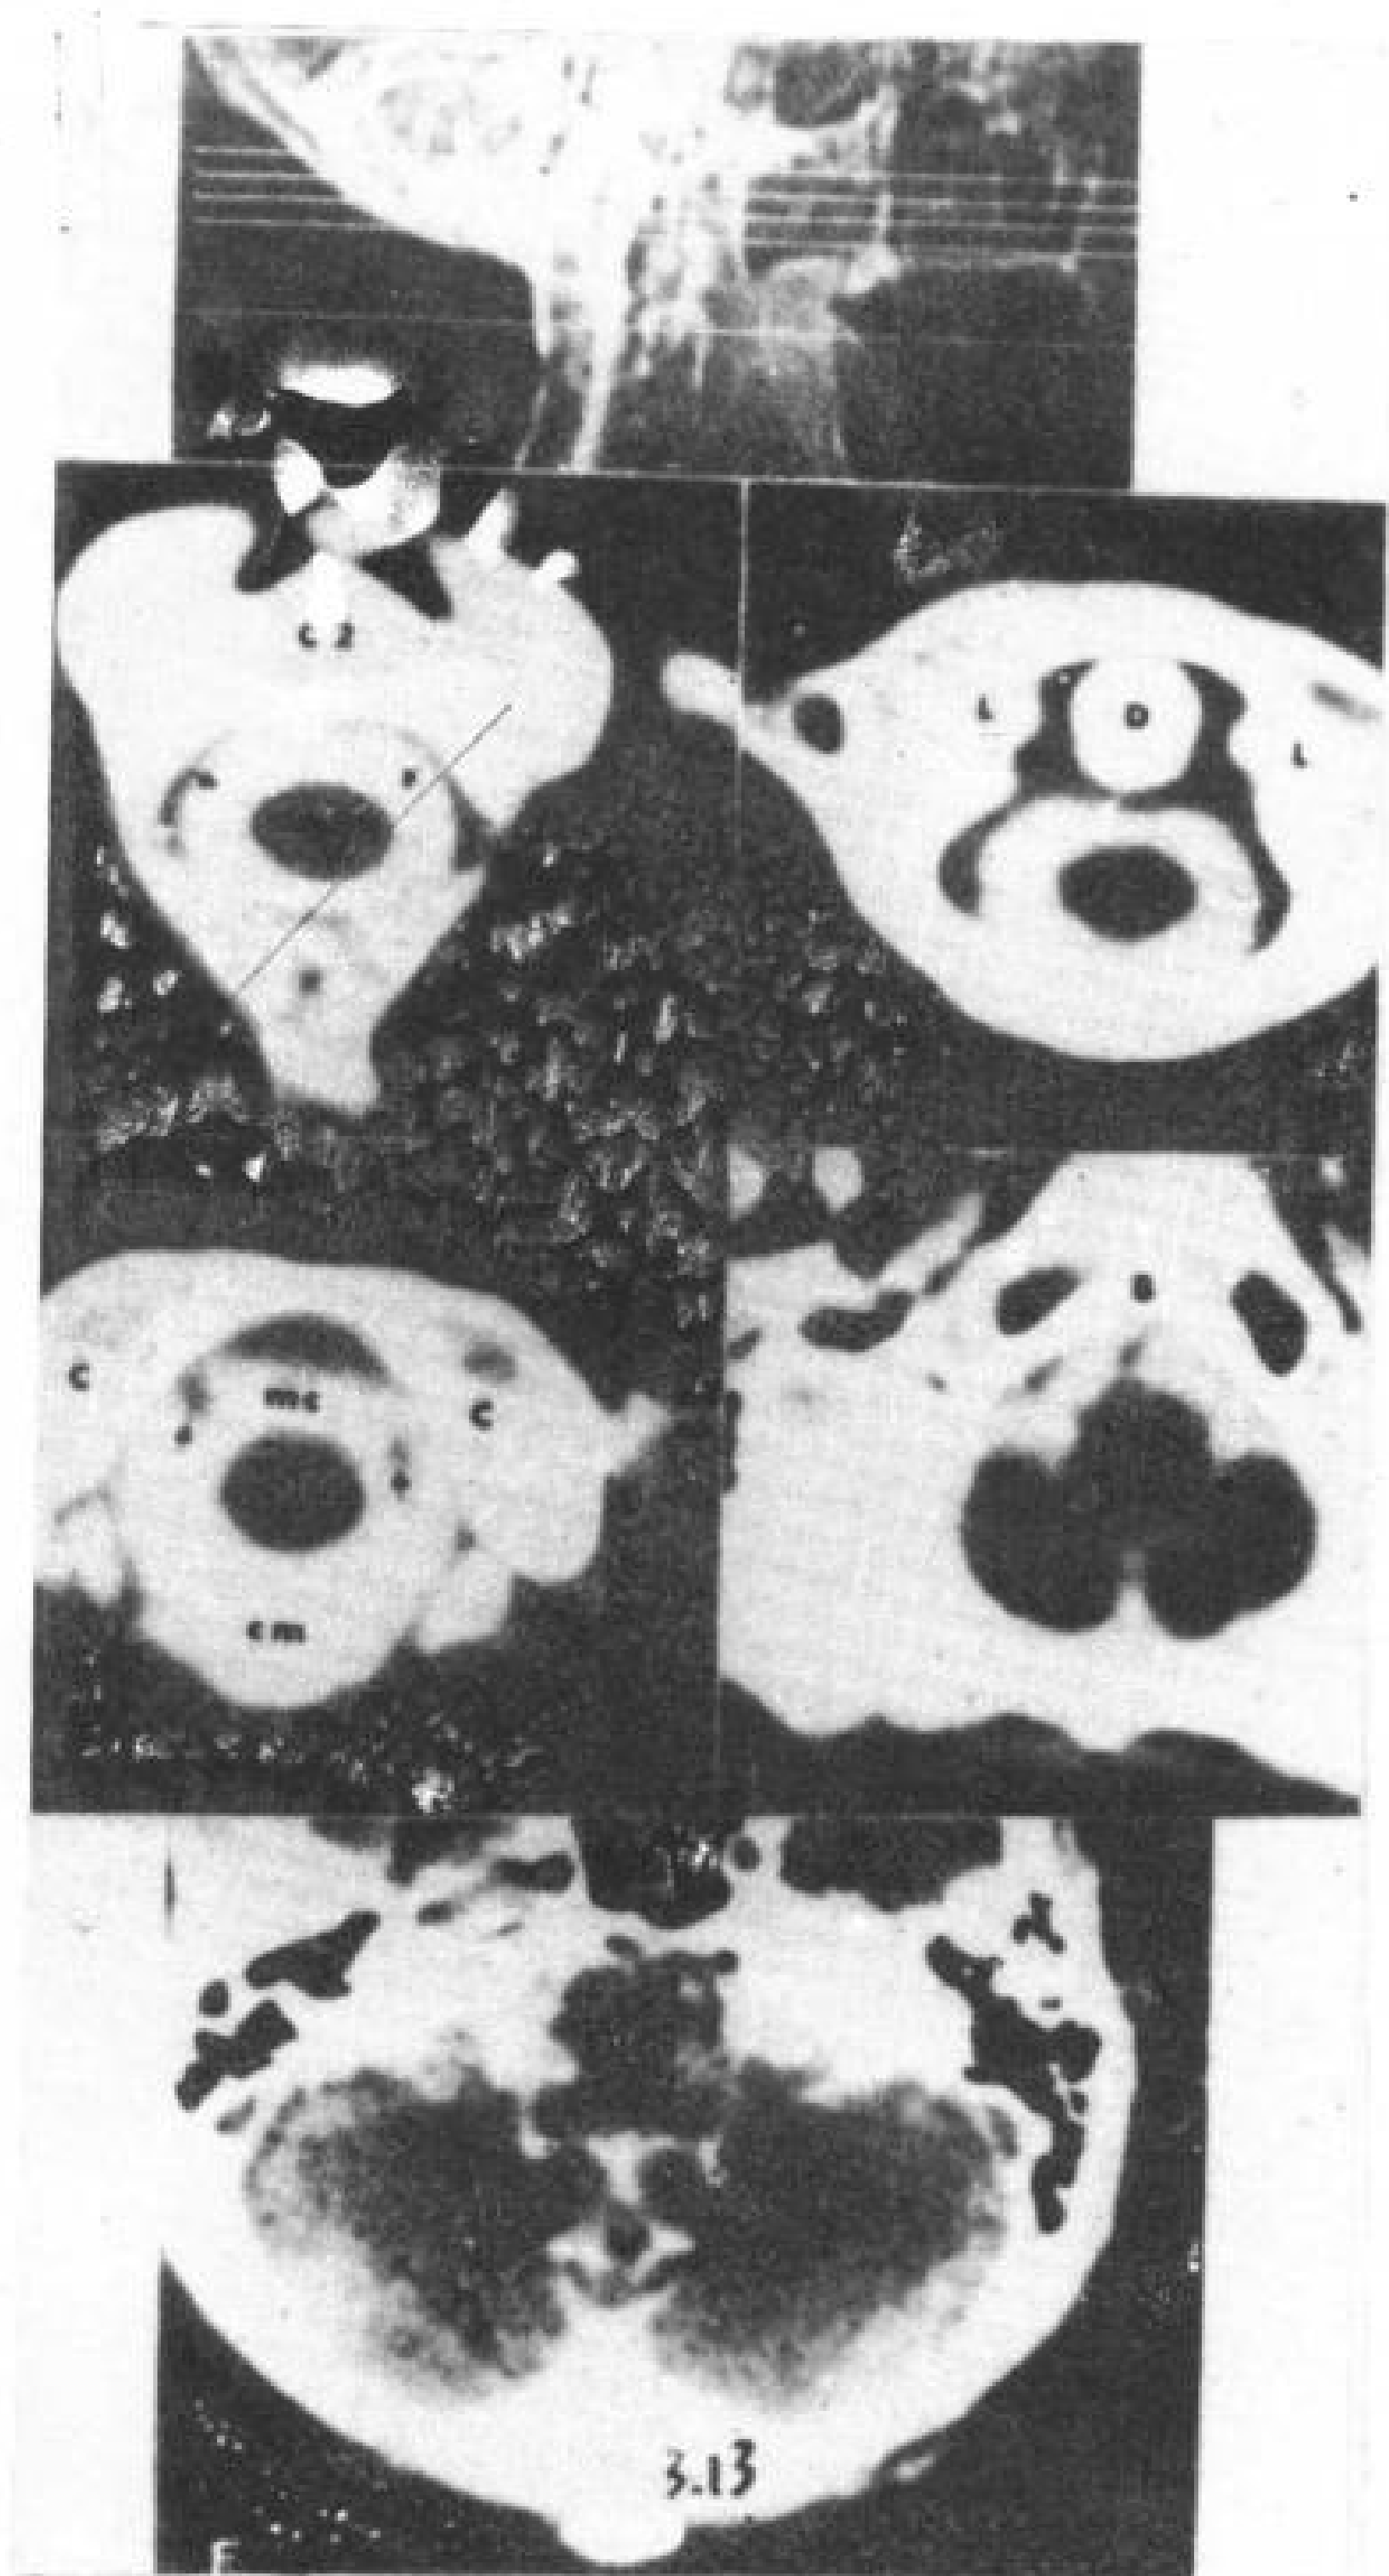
颅颈连接部蛛网膜腔。在尸标本蛛网膜下腔注射造影剂，用 5mm 层厚行 CT 扫描。
